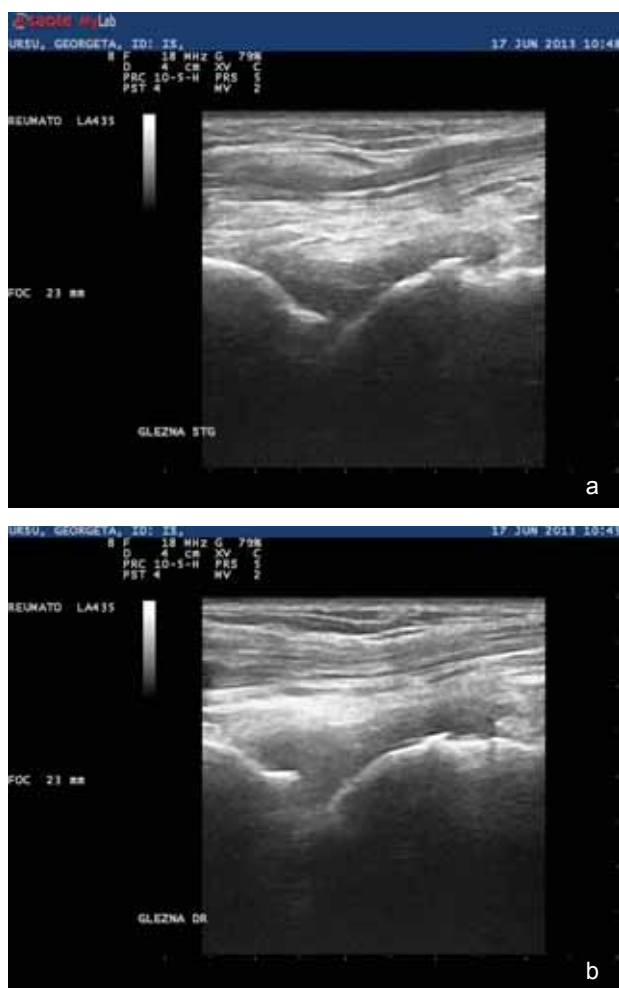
Aspectul ecografic la nivelul articulațiilor TT: (a), (b). Se remarcă proliferarea sinovială însoțită de colecție lichidiană de dimensiuni medii.
